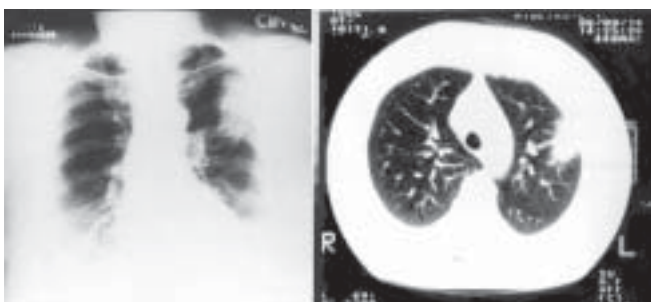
À esquerda, aspecto radiológico de infarto pulmonar localizado em lobo superior esquerdo, que não é área habitual desse tipo de lesão. A TC de alta resolução do mesmo caso (à direita) mostra com maior nitidez o contorno da lesão. Diagnóstico: infarto pulmonar.
